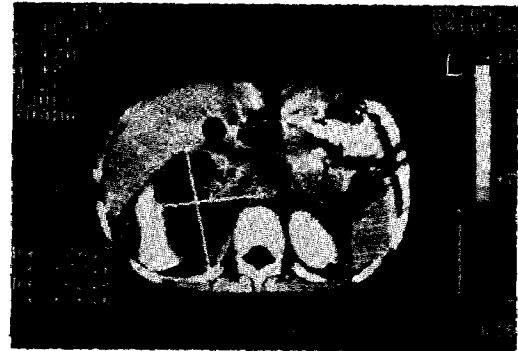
CT scan of the abdomen shows large tumor masses around the right kidney and para-aortic and retropancreatic lymphnode.
